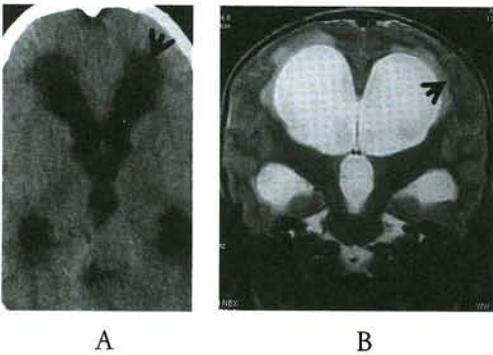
Exudado trans-ependimario (flechas) A) TAC B) RM
